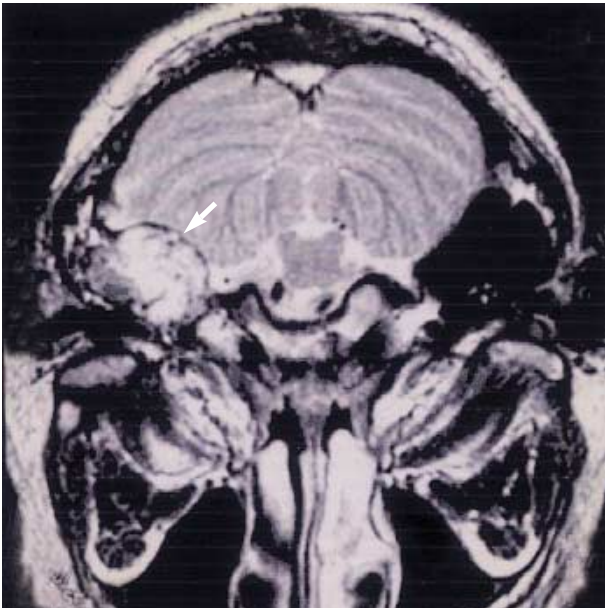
Axial T1-weighted MRI image. The tumor arising in the right jugular foramen, destroys the petrous bone and extends to the mastoid antrum and shows heterogeneous high signal intensity (arrow).
